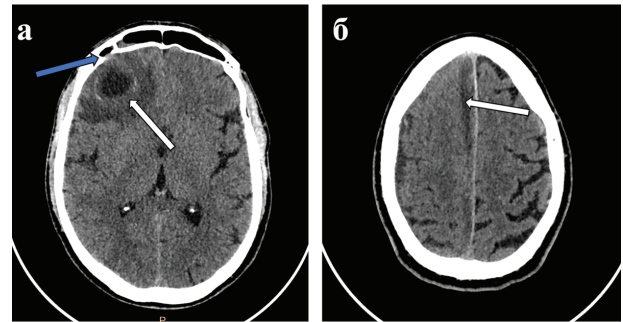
МСКТ придаточных пазух носа, аксиальные срезы:
